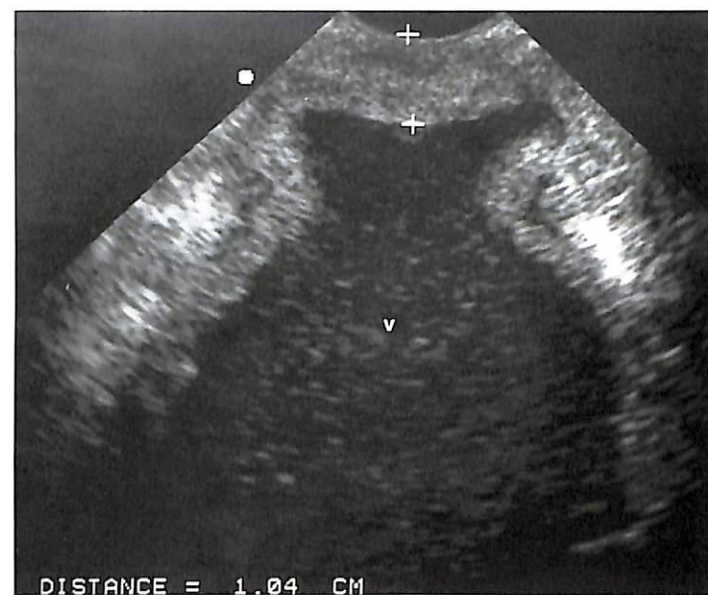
Гематометра и гематокольпос, трансперинеальное УЗИ. С помощью датчика, расположенного на промежности у девочки-подростка с неперфорированной девственной плевой и гематометрокольпосом, выявляется мембрана толщиной 1,04 см, расположенная поверхностнее расширенного, заполненного жидкостью влагалища. Влагалище содержит эхогенный (геморрагический) детрит. V, влагалище. (Из Cohen HL. Evaluation of the Adolescent and Young Adult with Amenorrhea: Role of US. RSNA Special Course in Ultrasound. Radiological Society of North America; 1996: 171–183. Воспроизведено с разрешения the Radiological Society of North America, Oakbrook IL).
